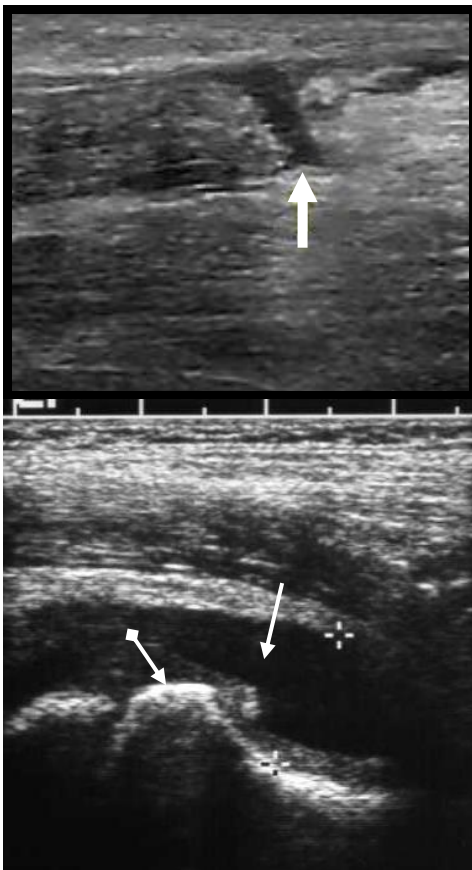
УЗИ. В-режим. Гипоэхогенная зона пересекающая ахиллово сухожилие (стрелка). Разрыв ахиллова сухожилия [69]
